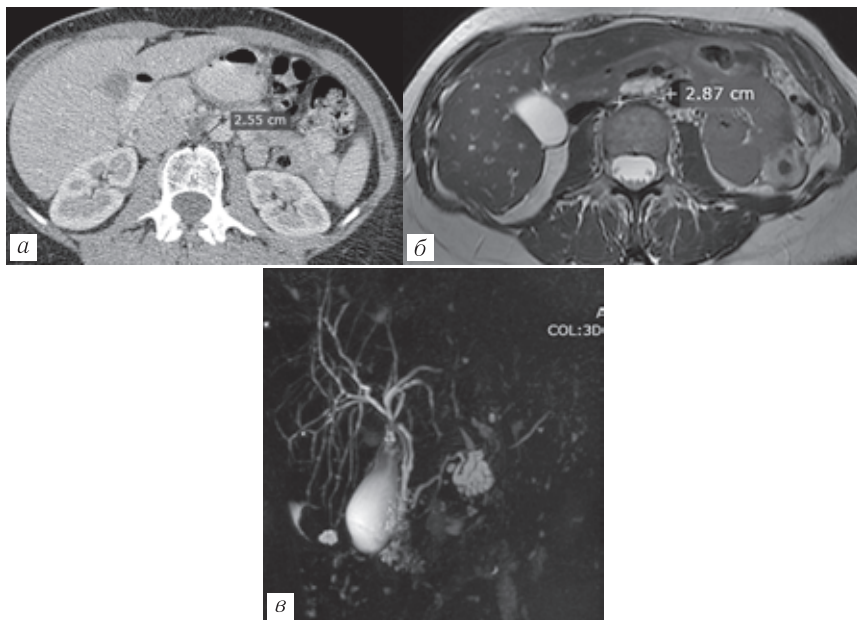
Пациентка Т., 50 лет. ВПМО боковой тип. МСКТ (а), МРТ — Т2-ВИ в аксиальной плоскости (б) и 3D-МРХПГ (в) спустя два года. Минимальный рост кисты — 3,2 мм за два года
